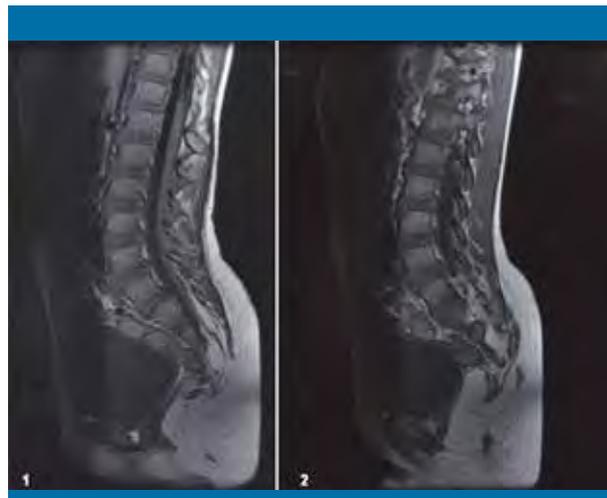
Resonancia magnética realizada en un paciente de 5 años de edad que presenta una agenesia parcial del sacro, un lipoma intrarraquídeo que se extiende al glúteo, médula anclada en L5 y seno dérmico
